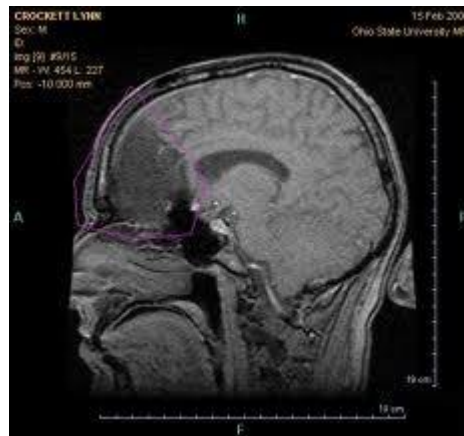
Gambar CT Scan medulloblastoma
